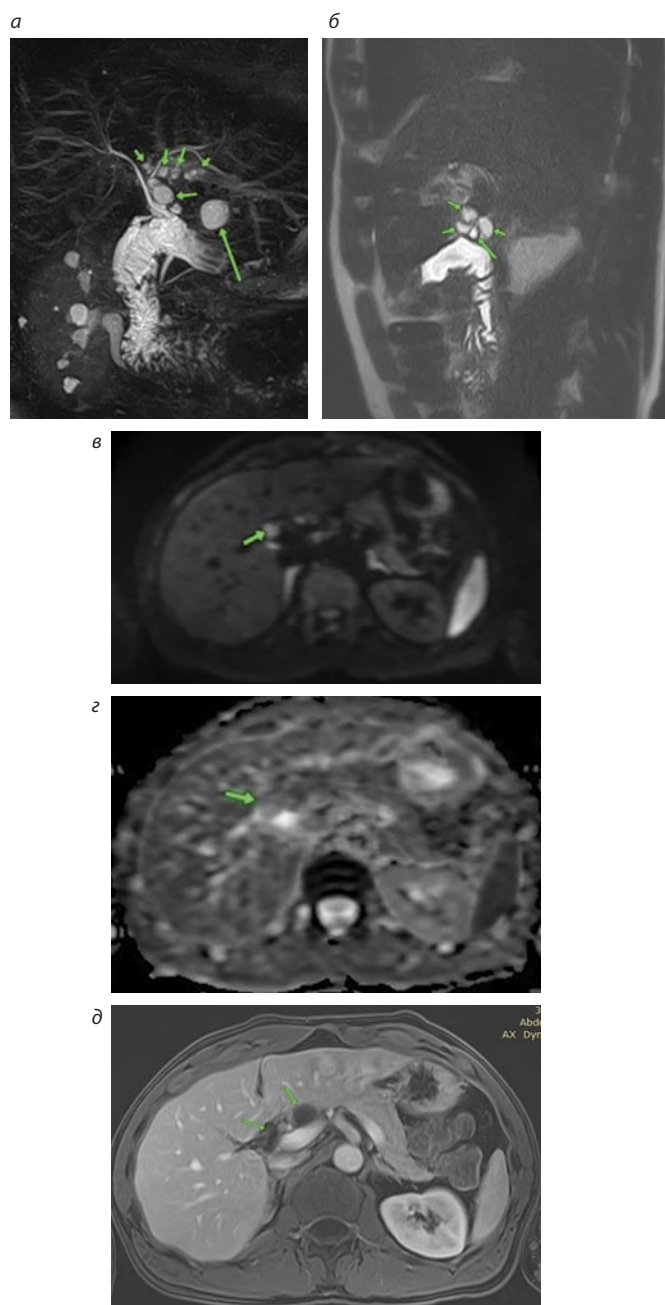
МРТ-исследование брюшной полости от 27.07.2024. Размеры и количество кист по ходу холедоха и над головкой поджелудочной железы не изменились:
